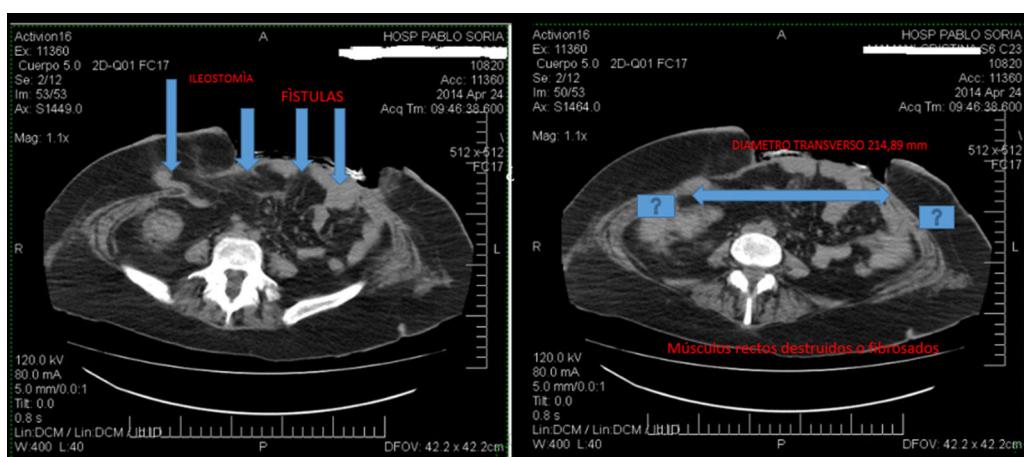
Evaluación del defecto parietal por tomografía axial computarizada.
